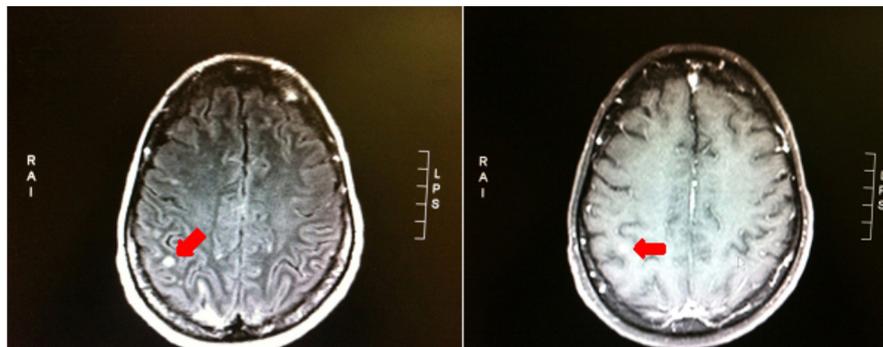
Angiorressonância de crânio com microembolos
